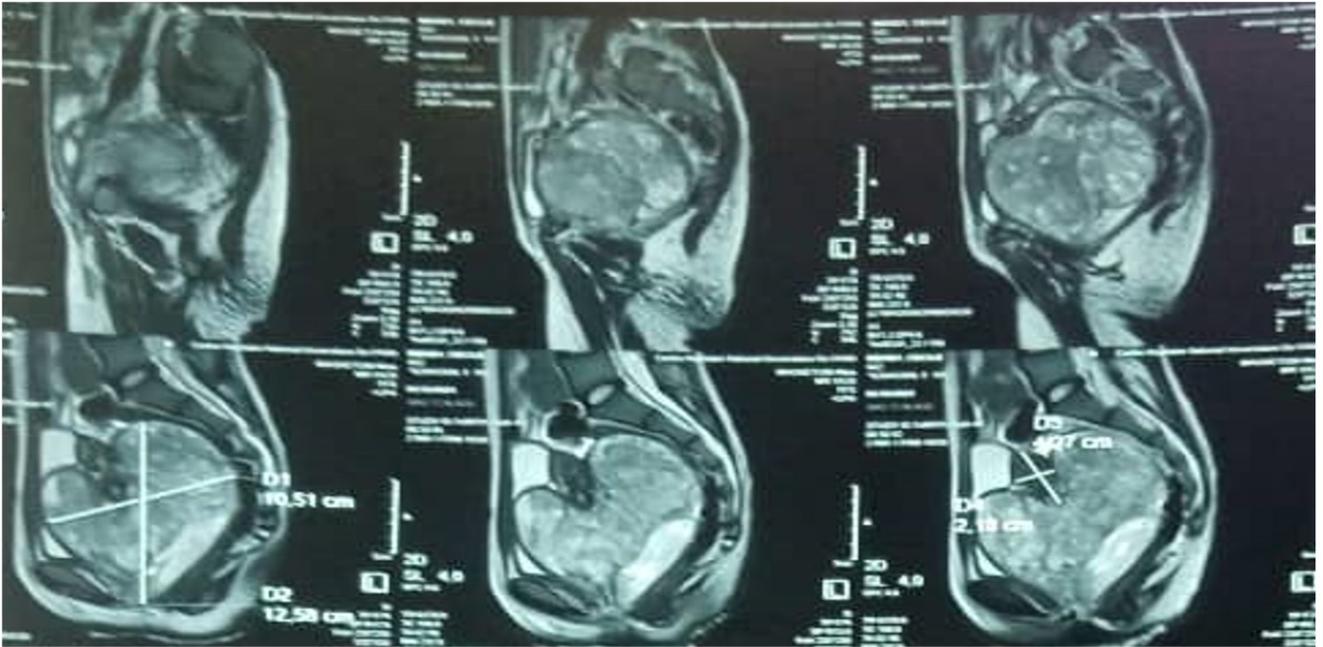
IRM pelvienne : masse exophytique prolabée dans le vagin de 10 cm, sans extension paramétriale ni adénomégalie ilio obturatrice, sans envahissement des organes de voisinage ni obstruction des voies urinaires.
